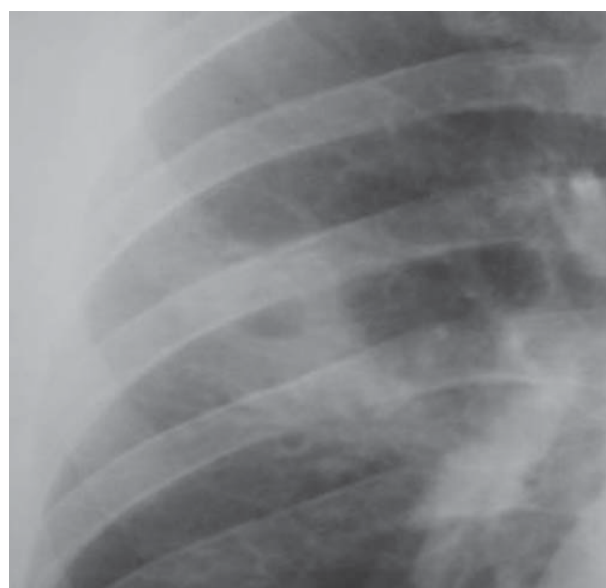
Рентгенологічне обстеження легень (рентгенографія) при госпіталізації у пульмонологічне відділення міської клінічної лікарні (15.03.10)
